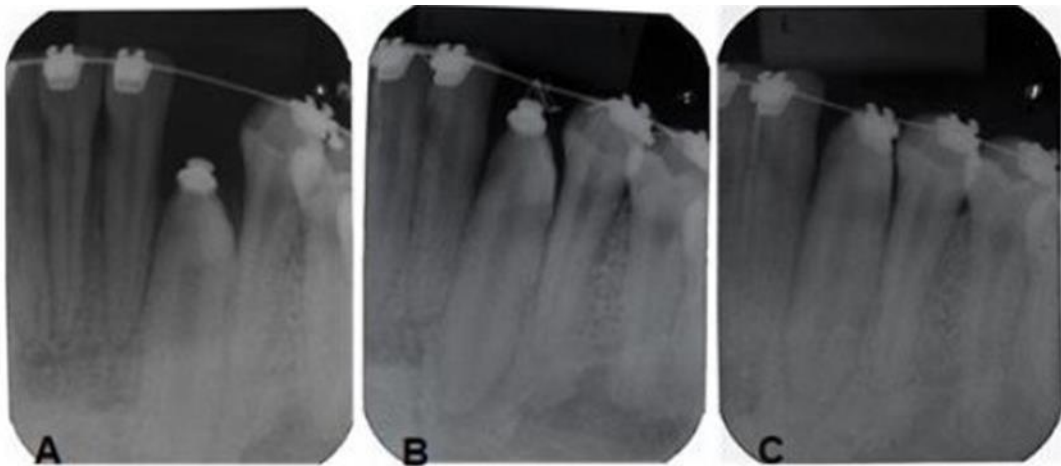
A. Radiografia Periapical após 5 meses. B. Radiografia Periapical após 8 meses. C. Radiografia Periapical após 12 meses.
